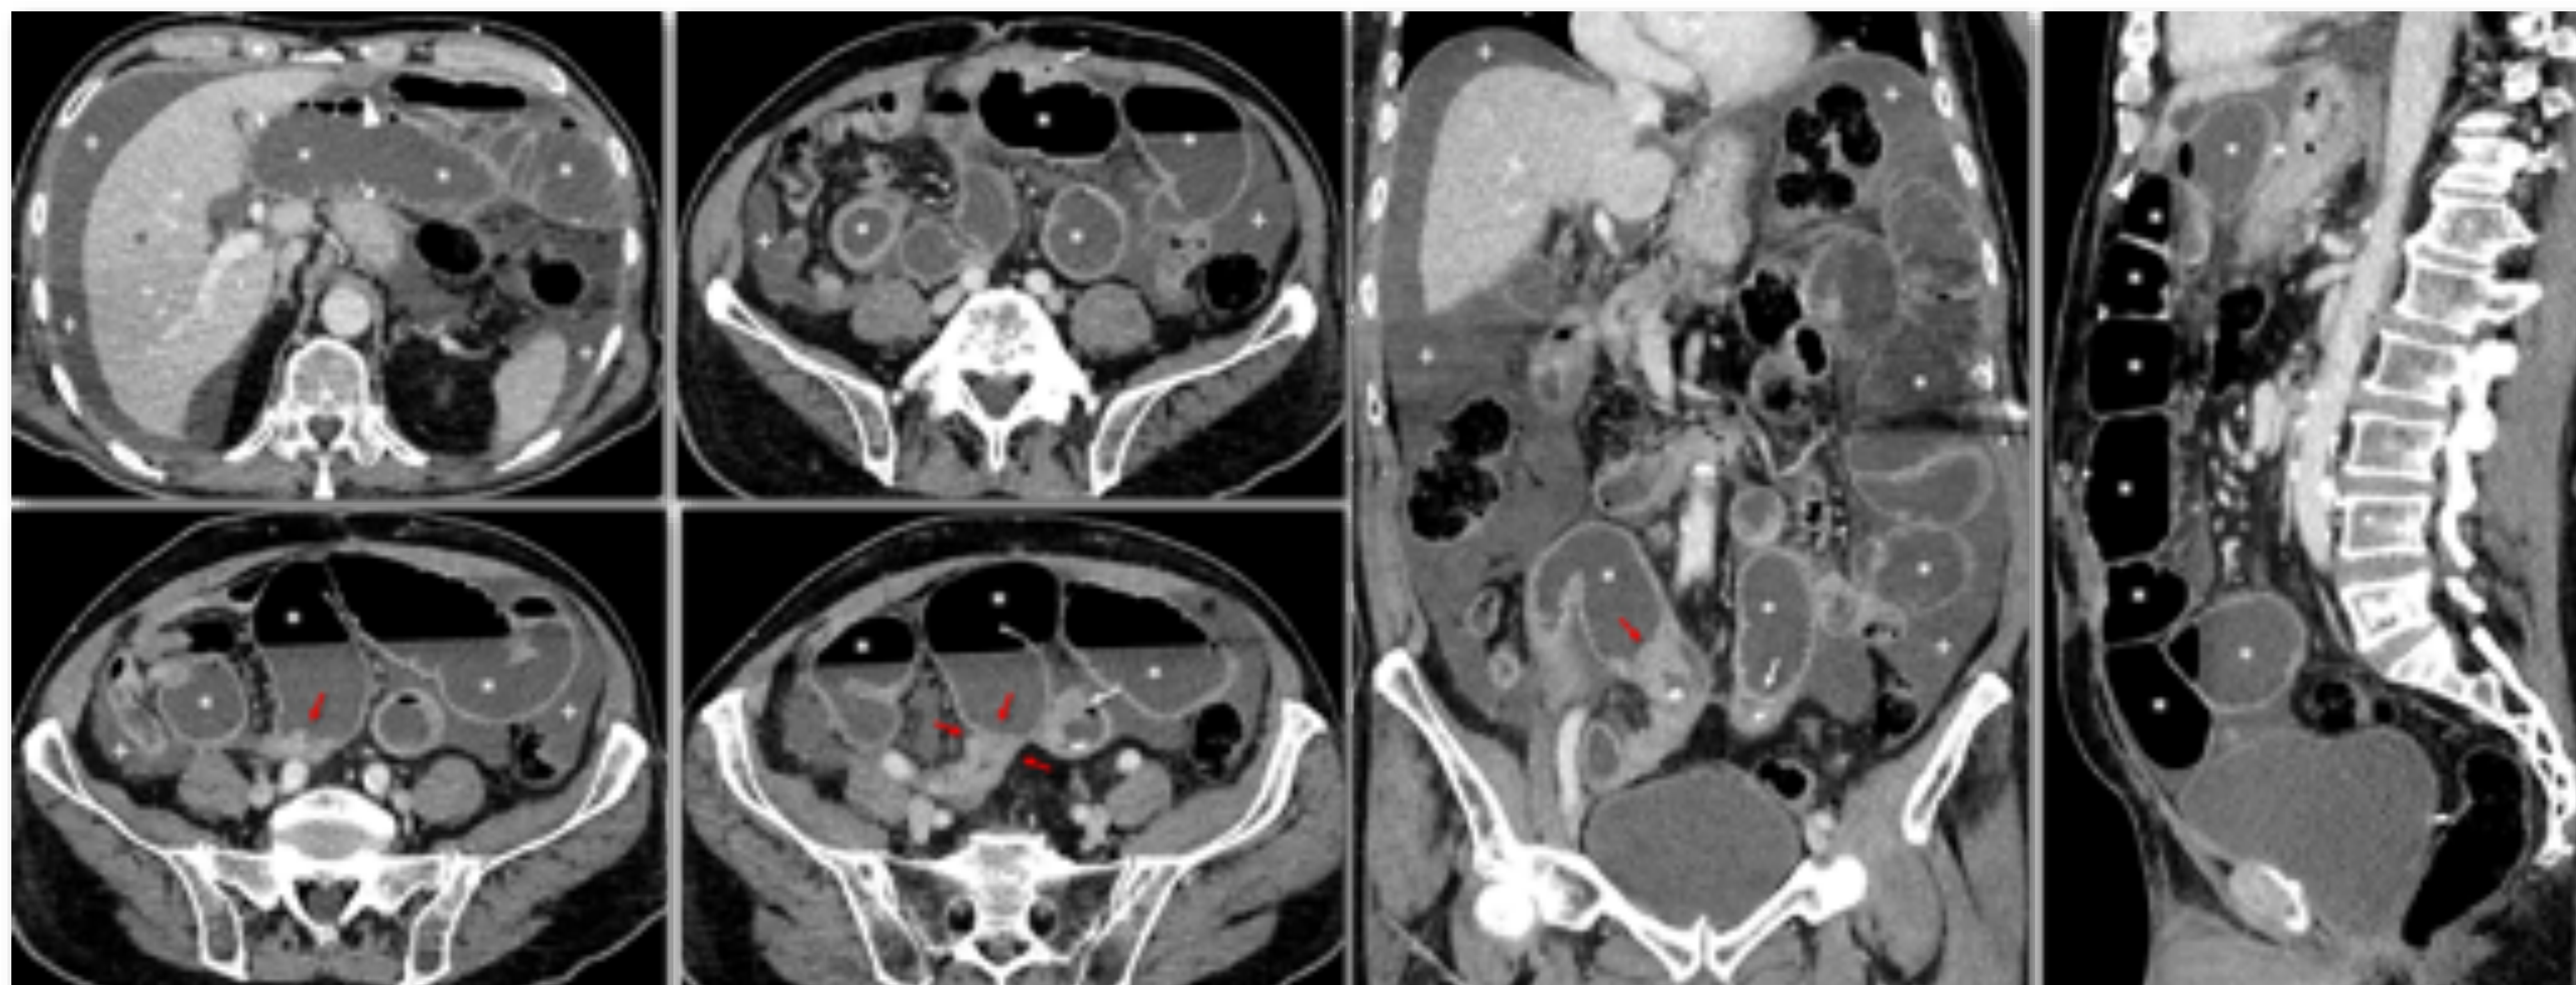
Varón de 79 años con antecedente de hemicolectomía derecha 15 años antes por adenocarcinoma de colon, considerado curado. Acude a Urgencias por un cuadro clínico de obstrucción intestinal, que se confirma en Rx simple (no mostrada). En la TC se aprecia importante dilatación de yeyuno (*) con varios puntos de tracción (flechas), el más evidente hacia meso-hipogastrio-FID (flechas rojas), donde se intuye un pequeño componente de partes blandas y a partir de donde el intestino aparece colapsado. Se suman ascitis (+) y un pequeño nódulo peritoneal epigástrico (cabezas de flecha). Se sugirió obstrucción intestinal por carcinomatosis peritoneal. En la cirugía se hallaron varios implantes, algunos de los cuales traccionaban de distintos tramos de yeyuno, y un conglomerado tumoral íntimamente adherido a la transición yeyuno-ileal en la fosa iliaca derecha, que obligó a una amplia resección intestinal y by-pass yeyuno-colónico. El paciente falleció tres meses después.
